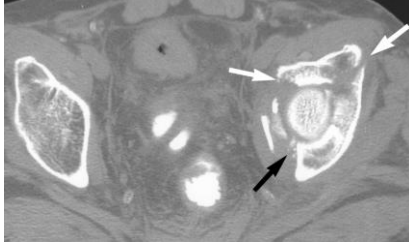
Aksiyal BT kesitinde izole anterior kolon kırığı. Harris Coupe Kategori 1 kırık
